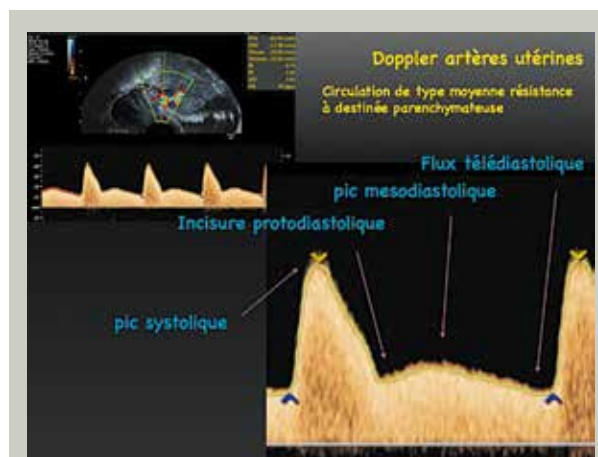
Doppler normal de l'artère utérine en période d'activité génitale.
